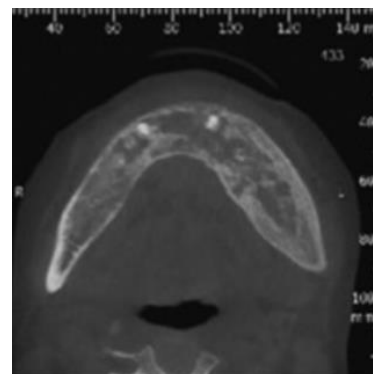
TDM en coupe axiale objectivant un carcinome odontogénique sclérosant mandibulaire (source : Seyiti P, 2020)
